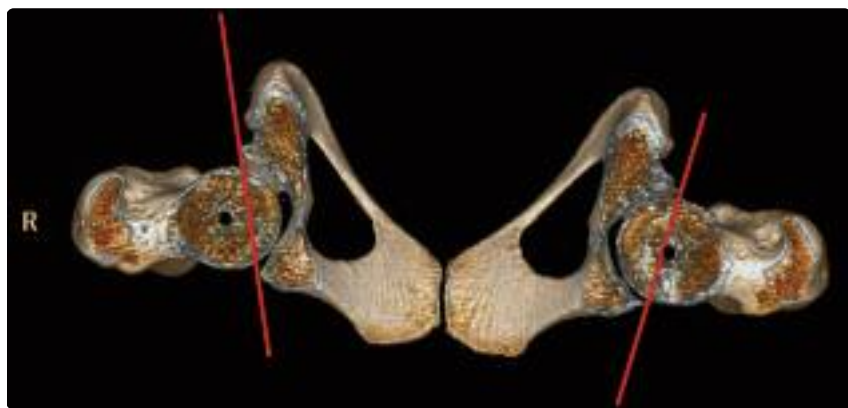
/ Caso 2: tomografia assiale computerizzata 3D.
